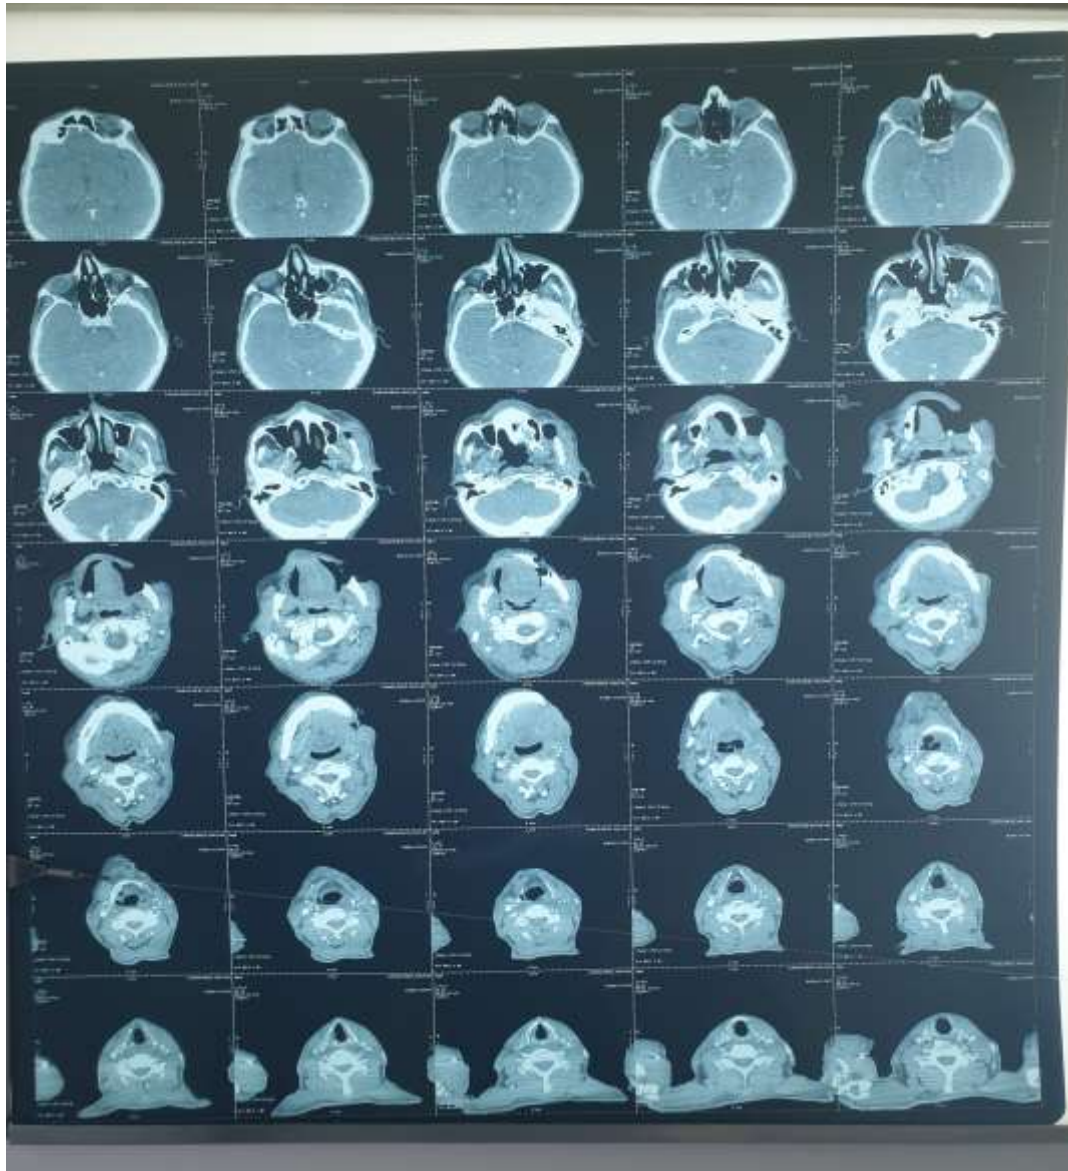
TDM cervico-facial montre une masse sous maxillaire gauche d'allure
